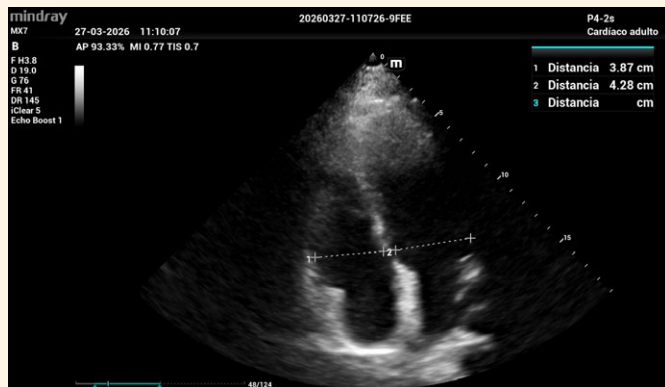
Corte apical 4 cámaras donde se observa la medición del diámetro del Ventrículo Derecho en comparación con el Ventrículo izquierdo, el cociente de ambos debe ser menor a 1.
